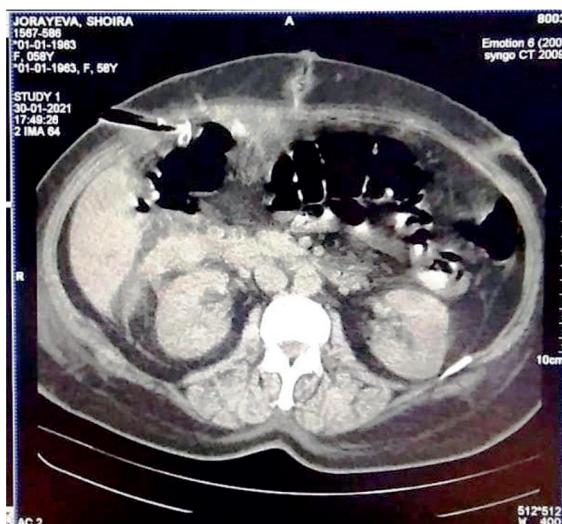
МСКТ пациентки 58 лет. Аксиальная проекция. МСКТ: картина забрюшинной инфильтрации гепатодуоденальной зоны, области головки ПЖ, паранефральной, параколитической клетчатки
